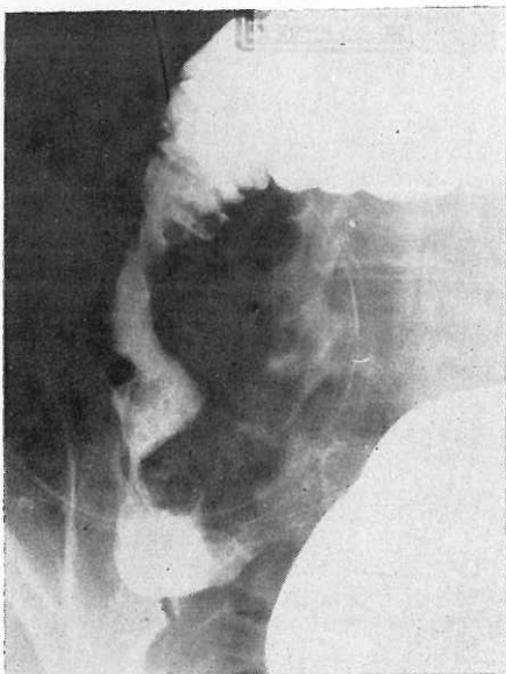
Radiografía del colon en un caso de ameboma, cuyo diagnóstico inicial había sido carcinoma del ceco ascendente.
